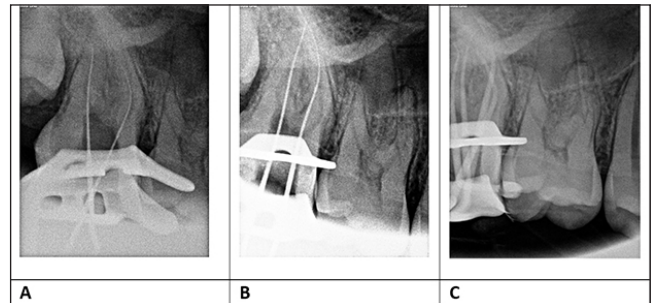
Radiografías del tratamiento endodóntico diente 1.7
